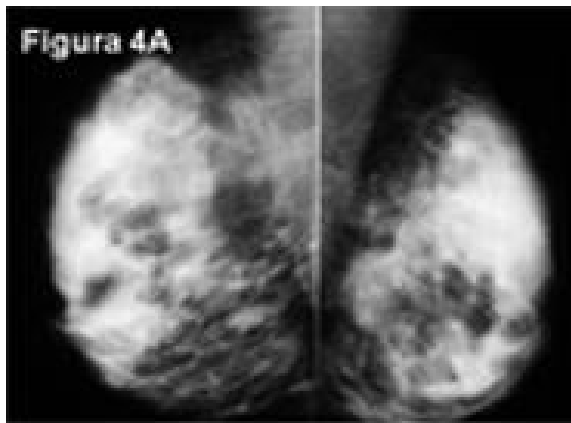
Mamografía bilateral mediante ambas proyecciones oblicuas, en las que no puede individualizarse ninguna lesión sospechosa. Figura 4B. La ecografía demuestra en CSE de MD un nódulo sospechoso para malignidad. Figura 4C. La resonancia de mama bilateral mediante estudio con contraste muestra una amplia zona de captación segmentaria en cuadrantes externos de mama derecha. El estudio anatomopatológico de la pieza de mastectomía confirmó la existencia de un carcinoma ductal infiltrante ocupando todos los cuadrantes externos de la mama derecha.
